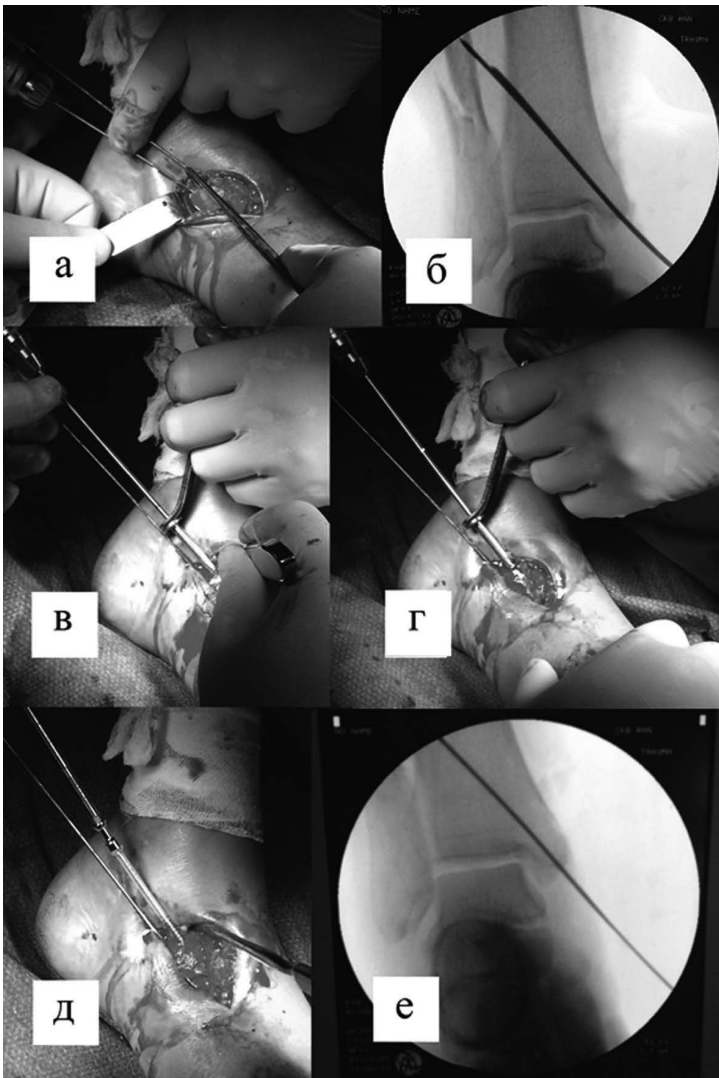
Этапы стандартной техники установки биодеградируемого винта: а – репозиция отломка, фиксация спицами, б – рентгеновский контроль (спицы проведены до противоположного кортикального слоя кости), в – рассверливание канала для винта канюлированным сверлом, г – нарезка резьбы в канале метчиком, д – установка винта (с частичной нарезкой), е – рентгеновский контроль, винт не визуализируется вследствие рентгенпрозрачности
